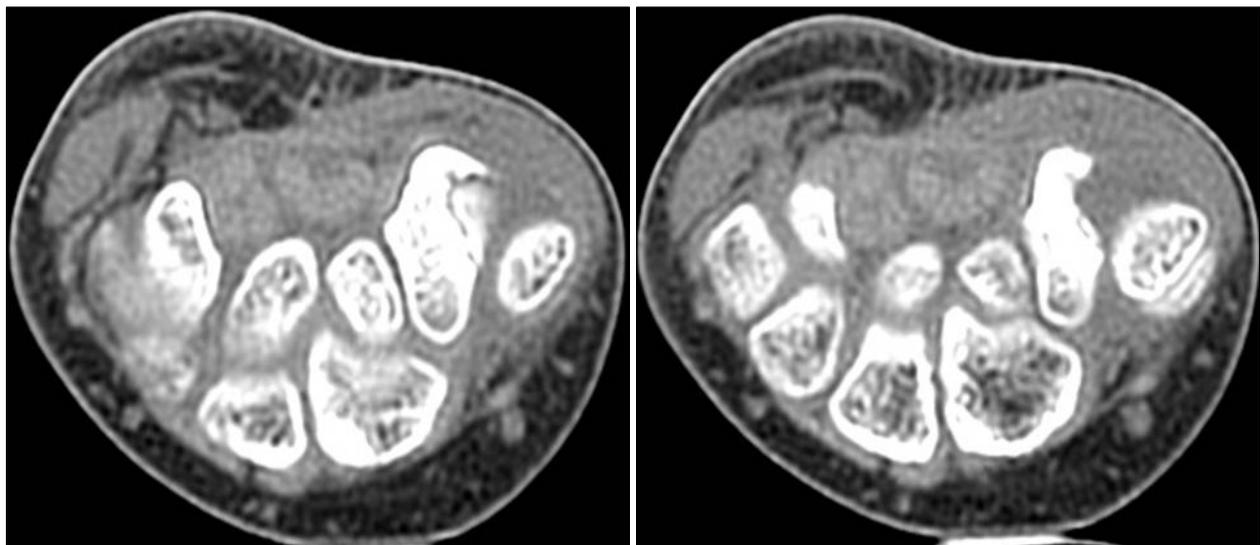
CT scan showing fracture of the trapezium associated with carpo-metacarpal joint subluxation of the thumb.
